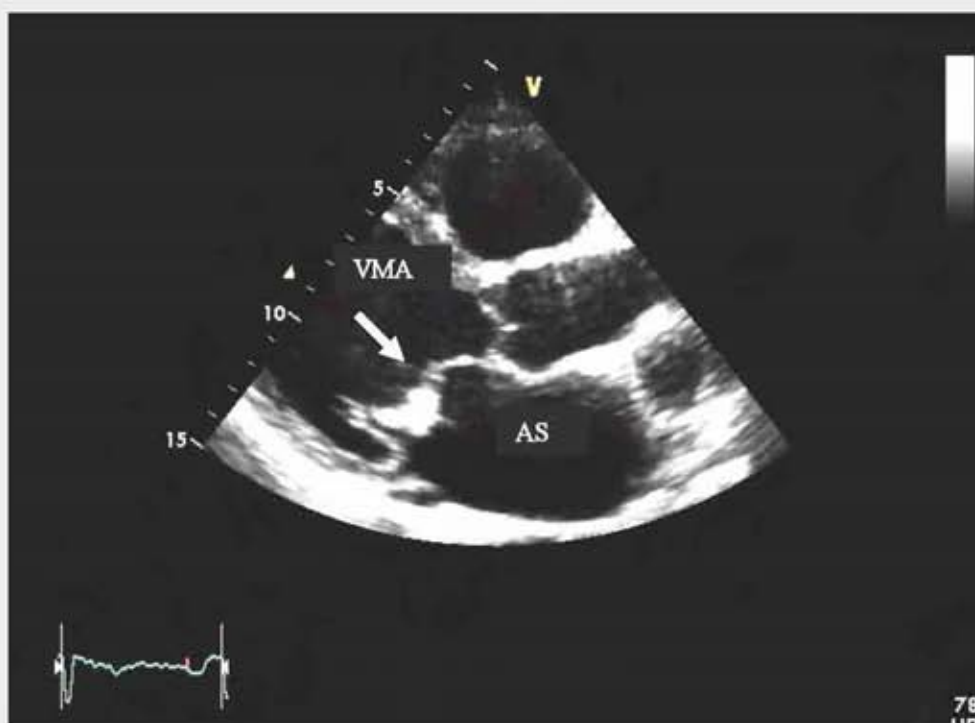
Ecocardiografie transtoracică (Clinica Angiomed); săgeata indică vegetație la nivelul VMA
